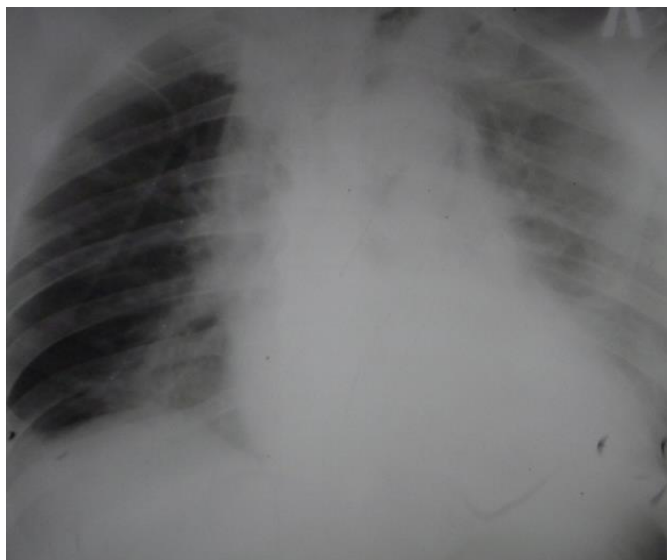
Обзорная рентгенография груди, выполненная у больного М. Расширение средостения, инфильтрация нижней доли левого легкого. Левосторонний плеврит
